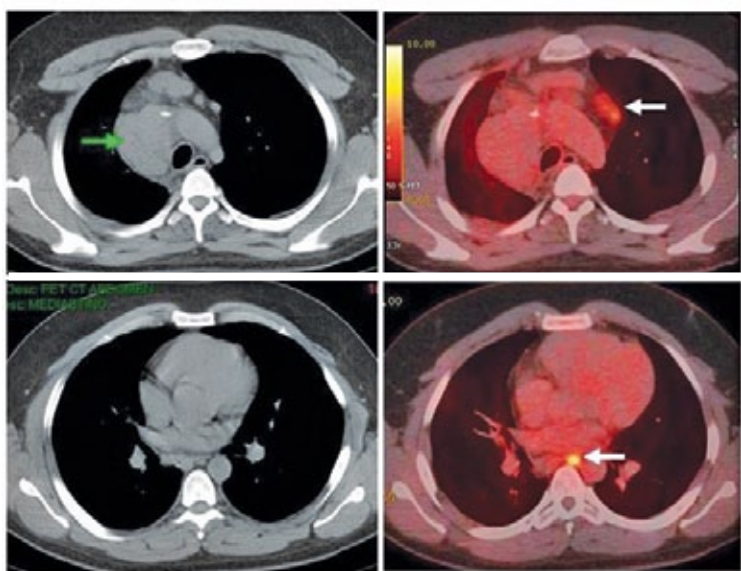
Paciente con linfoma de Hodgkin tratado con quimio y radioterapia (de mediastino) finalizadas hace varios meses. La Tomografía Computada (imágenes a la izquierda) muestra una masa mediastínica alta derecha (flecha verde), sin otras alteraciones. En el PET/CT (imágenes a la derecha) se observa que la masa mediastínica no concentra FDG y es sugerente de corresponder a tejido fibrótico-residual, y que los pequeños ganglios prevasculares y paraesofágico (flechas blancas), no sospechosos según criterios de TC, sí captan significativamente FDG lo que sugiere recaída. Los pequeños ganglios fueron biopsiados con resultado positivo para recidiva del linfoma. La muestra histológica de la masa mediastínica no mostró células neoplásicas.
